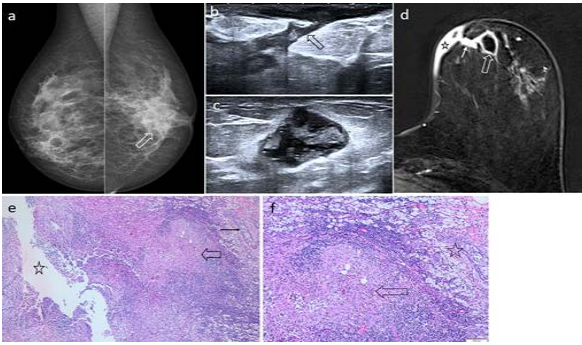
Sağ memede hassasiyet ve ele gelen sertlik ile başvuran 39 yaşında bir kadında idiyopatik granülatöz mastit. Mamografide sağ meme dış kadranda asimetrik dansite artış görülmektedir (a). Ultrasonografi düzensiz konturlu, şekilsiz hipoeoik kitleleri (b, c) göstermektedir. Kontrastlı çıkarmalı T1 Ağırlıklı MR görüntülerde (d, e) sağ meme saat 8-10 yönünde segmental dağılım gösteren kitlesel olmayan düzensiz heterojen kontrast tutulumları izlenmektedir (halka içinde). Bu alan içinde üzüm salkımı şeklinde kümelenmiş, rim tarzı boyanan mikroapseler vardır (oklar). Patolojik incelemede lobülosentrik paternde granülatöz inflamasyon (f). Multinükleer dev hücreler, histiyositler, nötrofil lökositler ve lenfositler içeren granülom oluşumları (oklar), lobüllerde iltihabi hücrelerle infiltre ve bazıları genişlemiş duktuslar (yıldızlar) izlenmektedir (Hematoksilen/Eozin, 40x).
